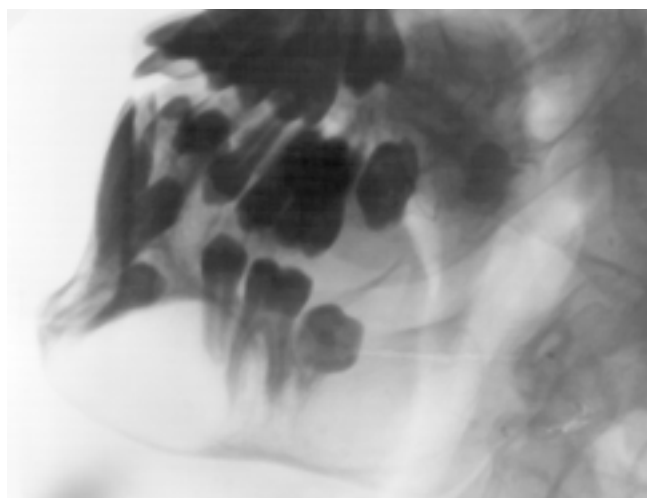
Рентгенограмма нижней челюсти б-ого 16 лет с кератокистой слева. Имитация многокамерности обусловлена гребнями на внутренней поверхности кисты.
